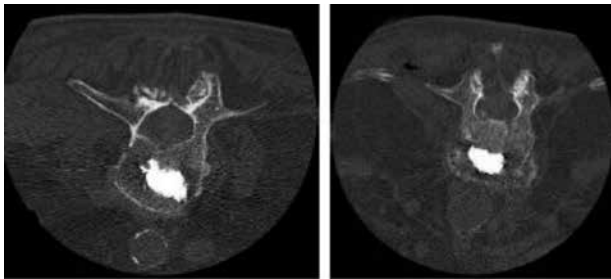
Imagen de TC de la columna lumbar realizada después de colocar las guías para colocar la correcta posición y orientación
